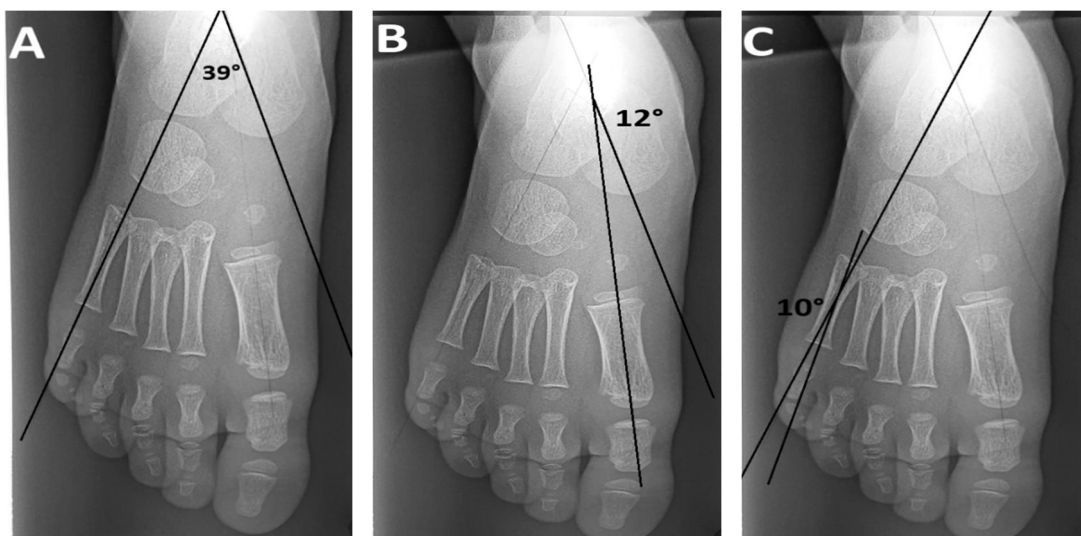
Radiographies pré opératoires face d'un enfant de 10 ans, ayant un PP neurologique ( Cas numéro 2).
